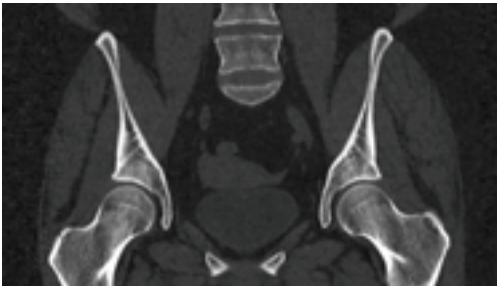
Images of the hips in a 30-year-old female with suspected sacroiliitis. (a-b) boneMRI and CT images depict the cortex better in comparison to (c) the T1-weighted MR image.
